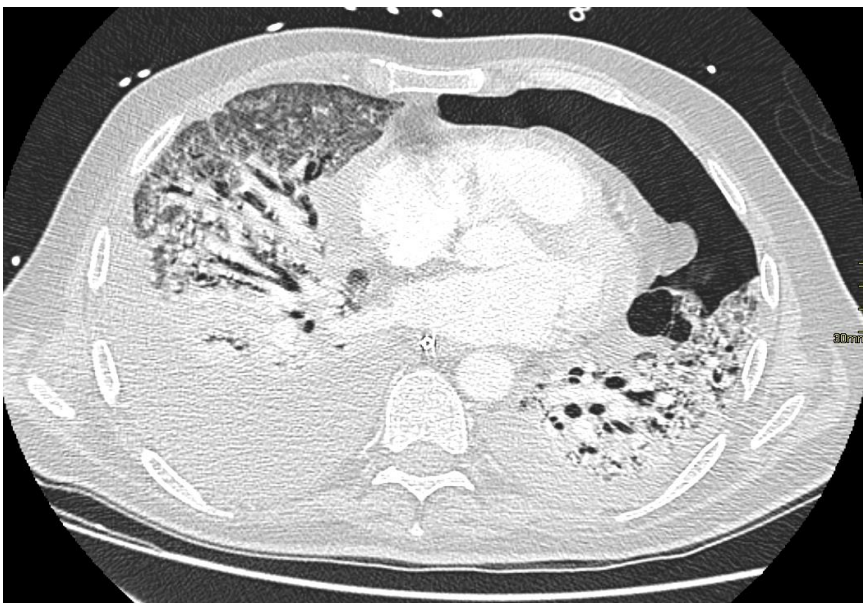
Imagen TAC de neumonía intersticial
